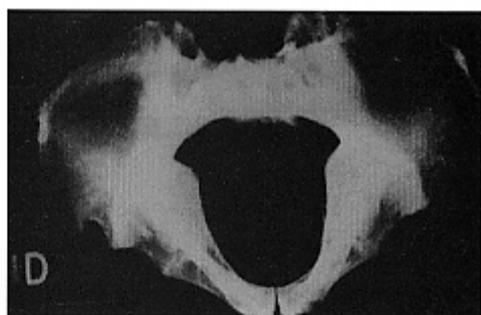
La radiographie montre, en plus de la métaplasie osseuse des ligaments et la disparition complète des interlignes articulaires, deux systèmes trabéculaires anormaux dans les ailes iliaques. A droite, les faisceaux trabéculaires sont plus développés.
